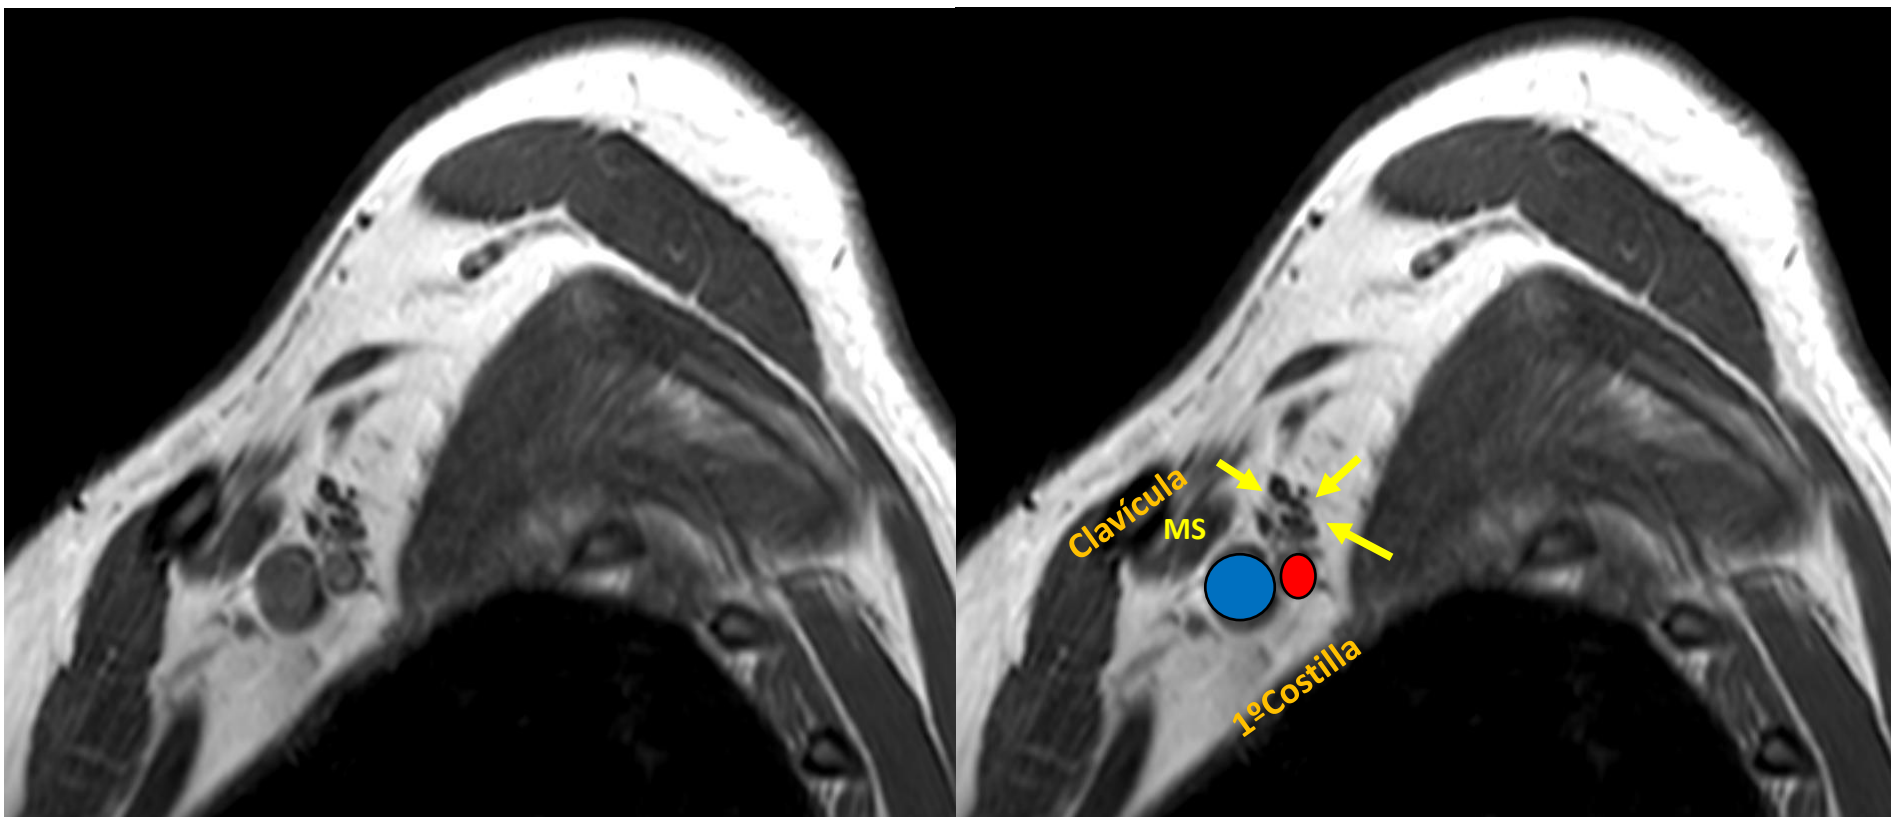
RM sagital TSE-T1 del Compartimiento costoclavicular (sagital oblicuo).
